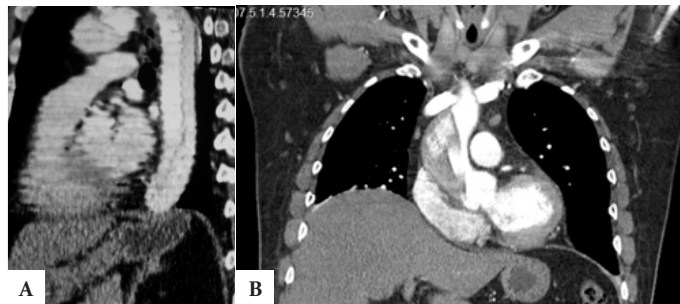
A, La tomografía de tórax contrastada evidenciando disección de aorta descendente intra torácica en toda su longitud demostrando la luz verdadera y la luz falsa. B, La tomografía de tórax contrastada en corte axial evidenciando disección a nivel de seno coronario derecho con afectación en toda la longitud de la aorta ascendente.
